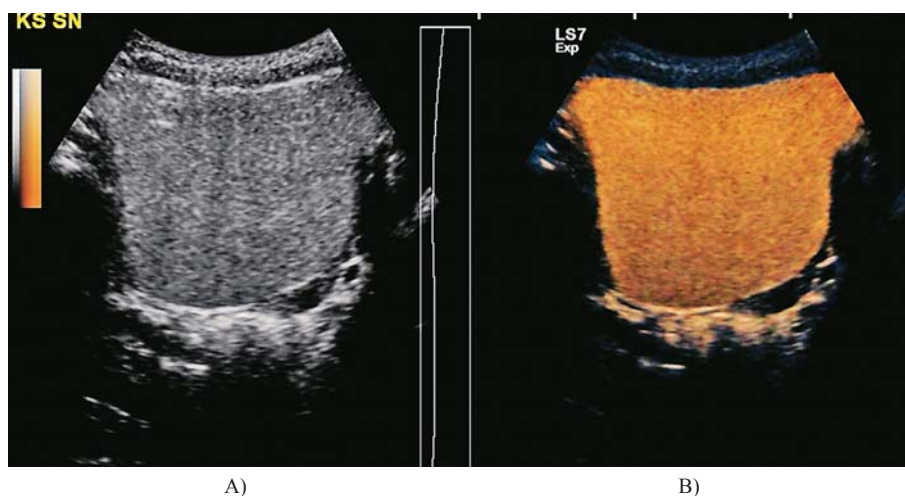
Voiding urosonography (VUS). Ultrasound contrast media during voiding contrast urosonography in B-mod (»gray scale«)
